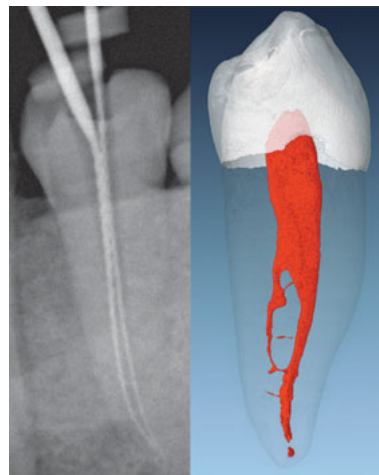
Vergleich Mikro-CT zu Röntgenaufnahme: zweikanaliger Zahn 34 in 40°-mesial-exzentrischer Projektion.
